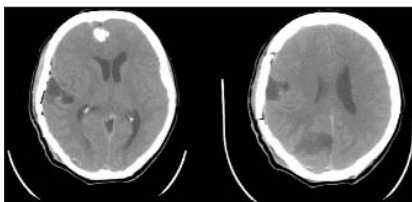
КТ после второй операции (описание в тексте)
